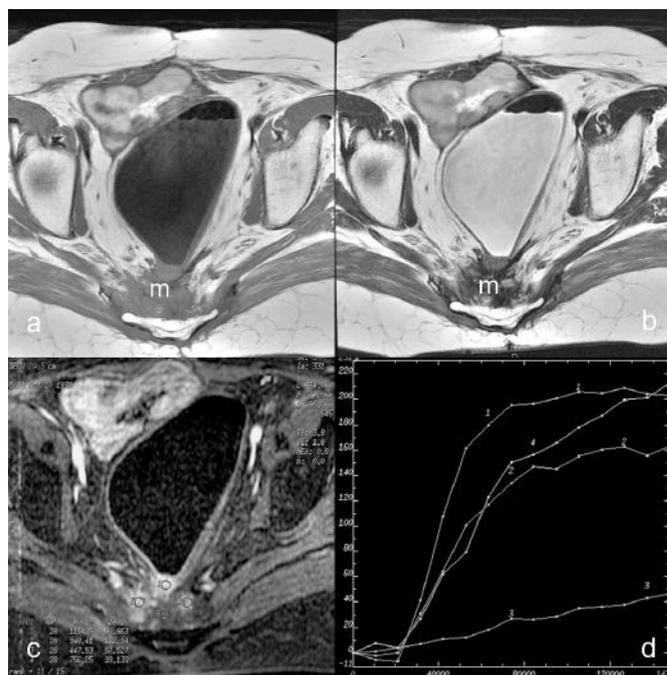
RM pelvi con bobina phased array con studio dinamico dopo somministrazione di mezzo di contrasto (mdc) per ev in Paziente sottoposto ad intervento di Miles. Le sequenze T1 (a) e T2 (b) sul piano assiale dimostrano la presenza di una massa (m) nello spazio pre-sacrale, ad intensità disomogenea. Lo studio dinamico dopo mdc (c) con analisi della curva intensità di segnale/tempo (d) permette di distinguere le zone fibrotiche (curva piatta) dalle zone ove è presente la recidiva (curva ripida).
